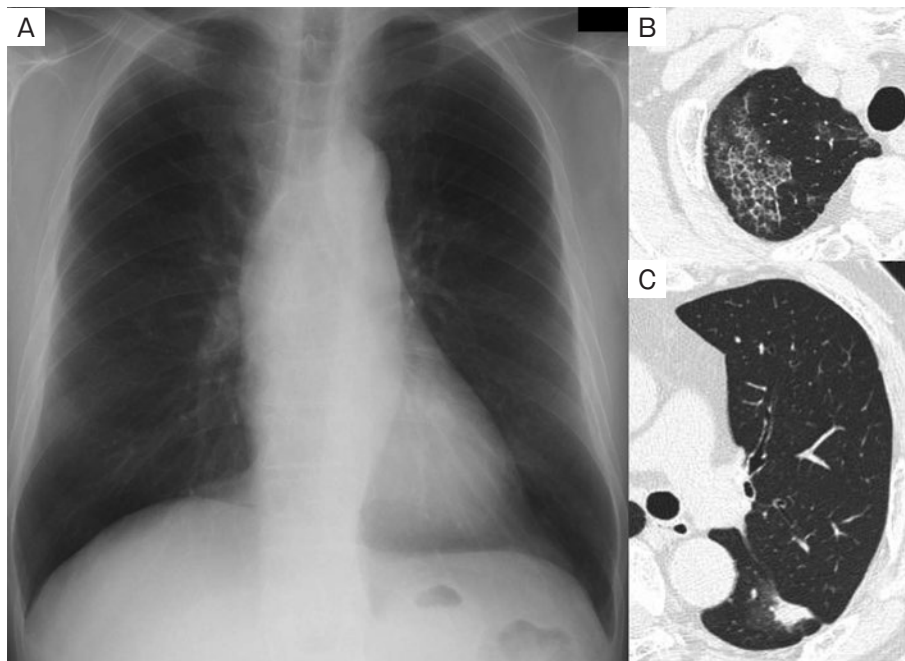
初診時画像所見。(A)胸部単純X線写真にて右肺尖部に軽度のすりガラス陰影を認めた。(B)胸部CT検査では右上葉に局限した小葉間隔壁の肥厚を伴うすりガラス陰影, crazy-paving patternを認めた。(C)左下葉に葉間胸膜に沿った33mm大の腫瘤影を認めた。
